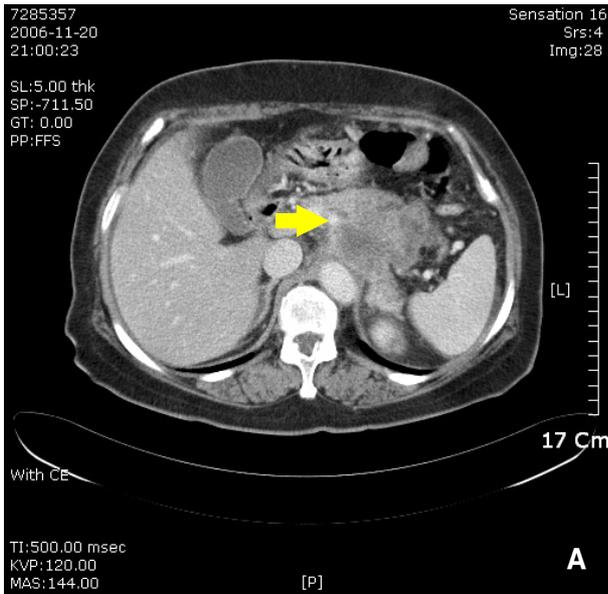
A, B. Initial abdominal CT scan shows a large ill-defined mass lesion on pancreas body and tail area (arrow) (A). Follow-up CT scan taken 5 months later shows pancreatic mass (arrow) with ascites (B) and enlarged lymph nodes (arrow) (C).
